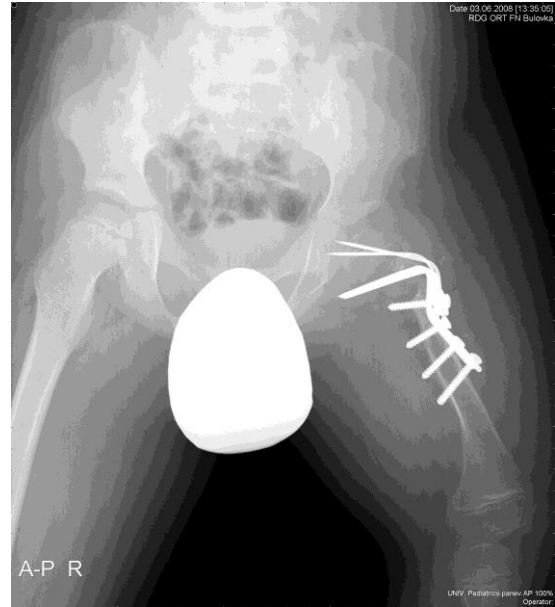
XXXIII. RTG pánve s kyčlemi, AP projekce. Stav po korekční osteotomii s odstupem šesti let
